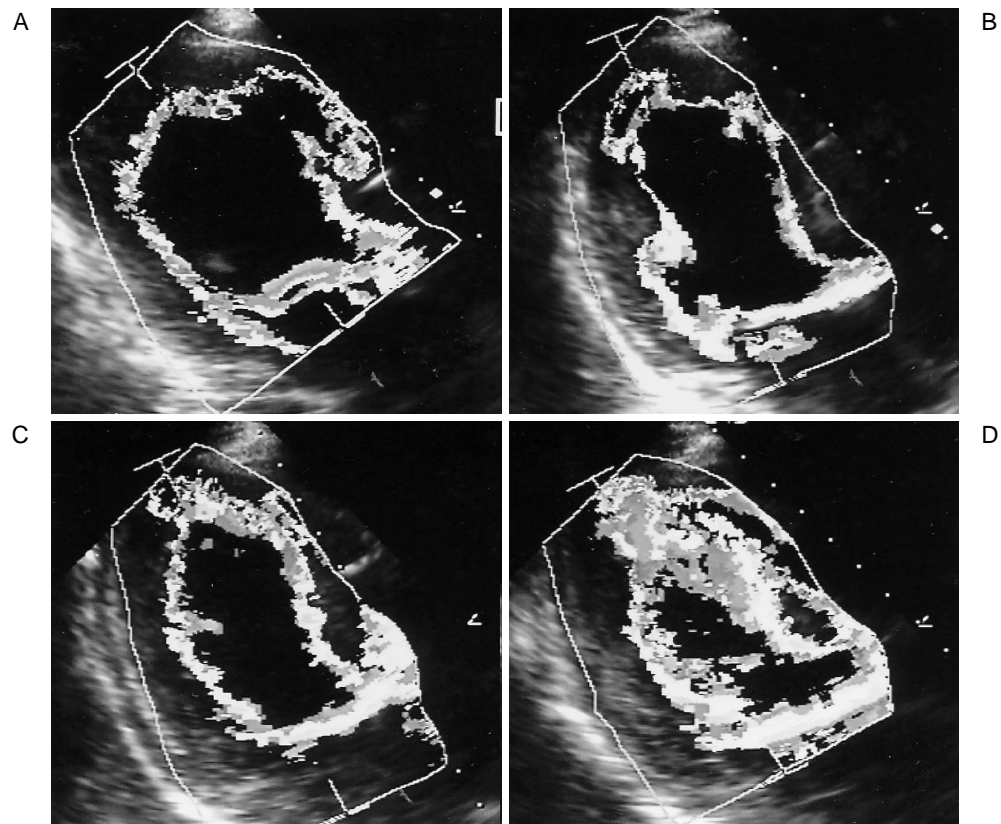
Case 2. Echocardiograms by the color kinetics method in the long-axis view
